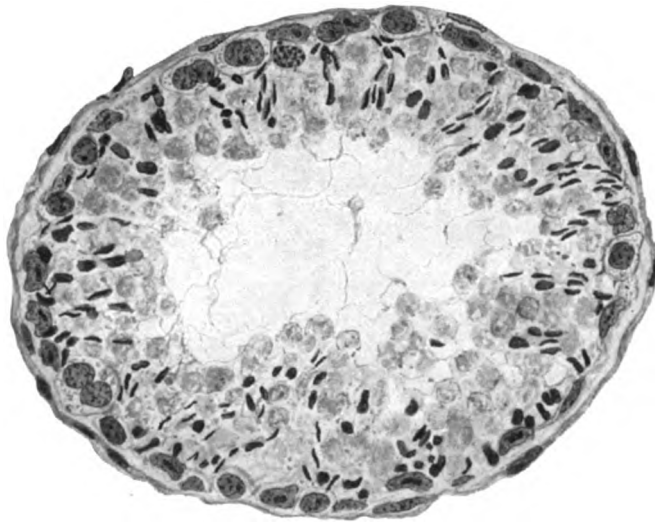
Stadium VII der Röntgendepopulation des Hodens (Prot. Nr. 4, r.). Haematox. Eosin, Zeiß, KO. 5 ×, Ap. 90. Wandbelag aus Sertolizellen und Spermien. Es ist hier bereits das erste Restitutionsstadium superponiert: Man sieht wieder zahlreiche (aus den Sertolizellen) neugebildete Spermiogonien zwischen den Sertolizellen. Links unten im Bilde eine zweikernige Spermiogonie.
